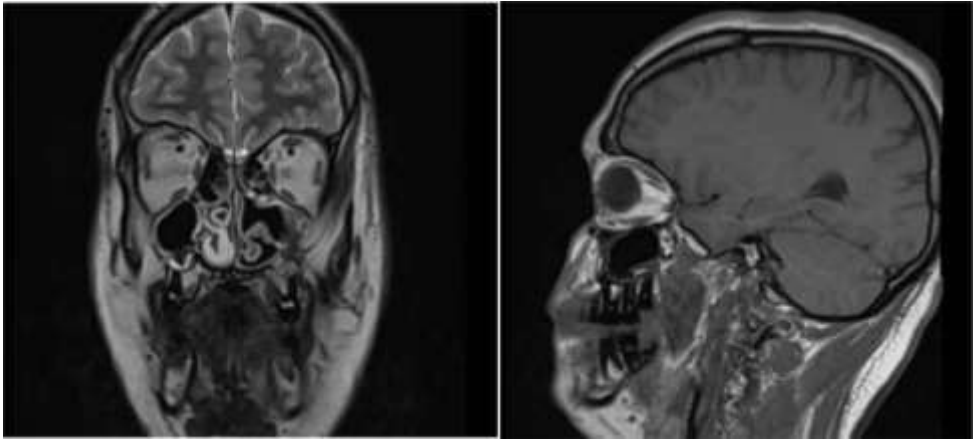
RMN control a los 6 meses de la intervención quirúrgica. Vemos la resección completa del angiofibroma nasofaríngeo.
